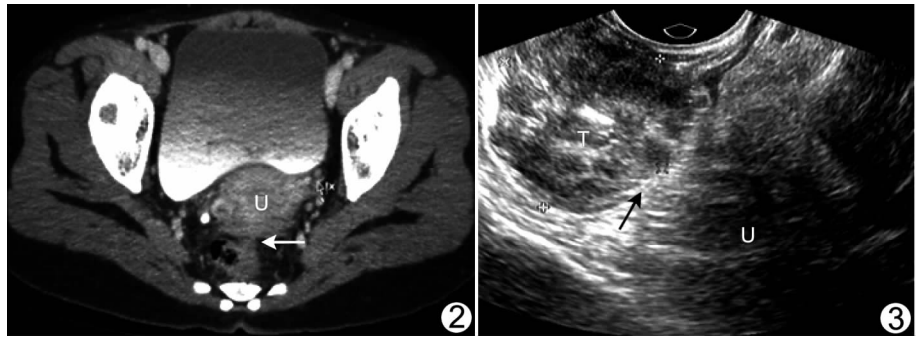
PT4 期直肠癌 术前 CT 诊断为 T4 期病变,肠壁不规则增厚,肠腔狭窄,病变突破肠壁外膜(箭),周围正常脂肪间隙消失,癌组织向前侵及子宫后壁,增强后有强化 (U:子宫) 图 3 PT4 期直肠癌 术前 TRUS 诊断为 UT3 期病变,癌组织穿透肠壁外膜,周围脂肪间隙消失(箭),彩色多普勒可见丰富血流,术后再次回顾图像发现病灶与其前方子宫间界限不清 (U:子宫;T:癌组织)
